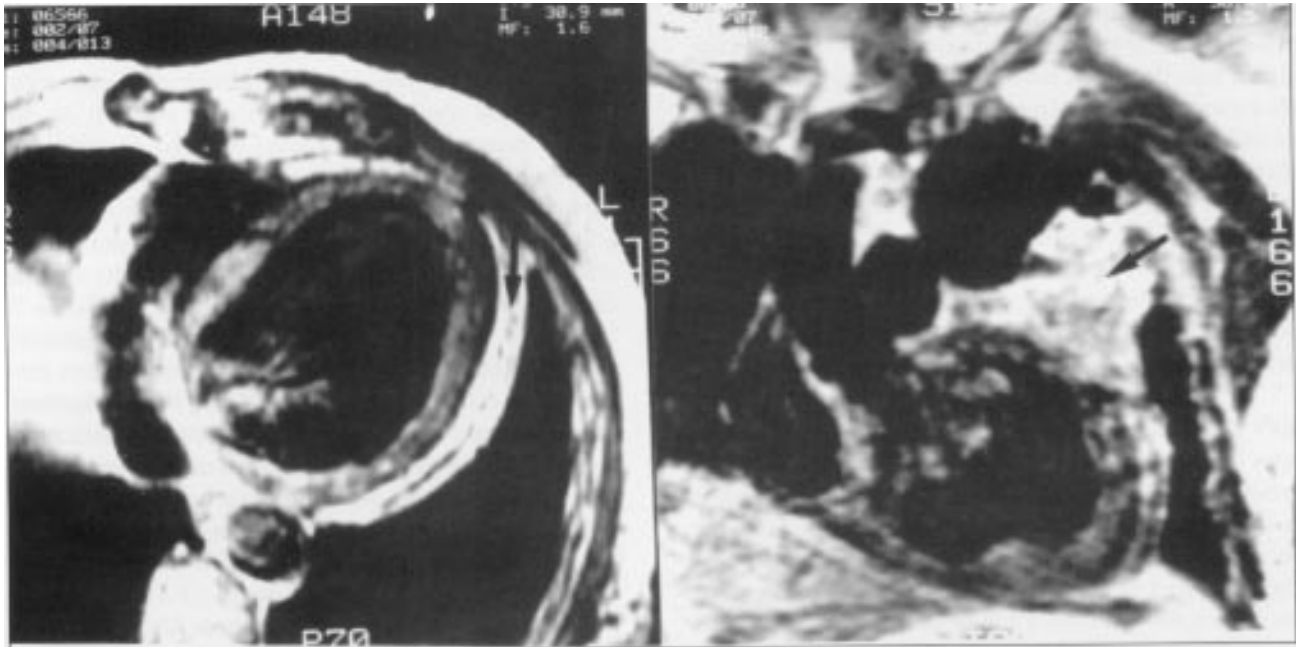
Imagens por ressonância magnética (IRM) mostrando a parte proximal e distal (seta) do retalho do músculo em um paciente que se submeteu a RM, 4 anos e 7 meses após a cardiomioplasia, cortes coronal (direita) e axial (esquerda)
